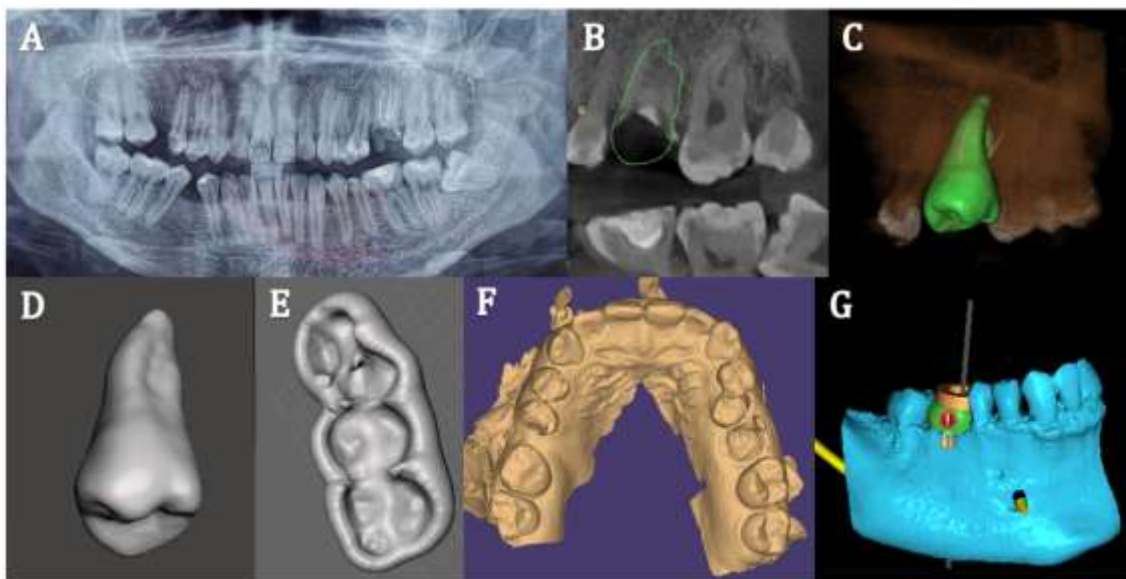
Autotransplante dental de diente 28 al 26. A) Rx panorámica que se evidencia pieza 26 con caries profunda, remanente dental nulo, tratamiento de conducto realizado, B) Tomografía computarizada de haz cónico simulando la pieza dental 28 a ser transplantada en el alveolo del diente 26, C) Modelo diente tomografía computarizada de haz cónico, D) Modelo diente 28 stl, E) Guía quirúrgica 3D, F) Modelo maxilar stl, G) Planeación digital.
